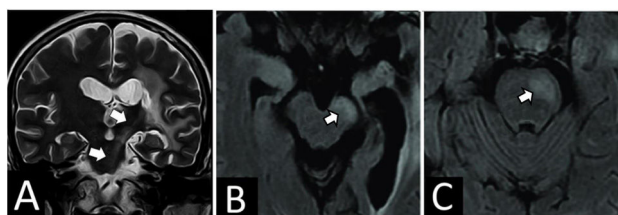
Resonancia magnética cerebral. A) Corte coronal, en secuencia en T2, con señal hiperintensa en la vía corticoespinal izquierda (flechas blancas), compatible con degeneración walleriana en tercera fase. B) En la secuencia FLAIR se observa hiperintensidad a nivel del pie del pedúnculo cerebral izquierdo (obsérvese el III nervio craneal hiperintenso). C) En la secuencia FLAIR, a nivel del pie protuberancial izquierdo.
